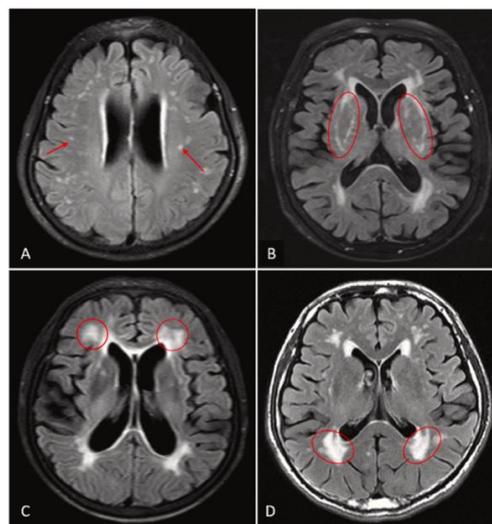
magnetic resonance imaging* (MRI) FLAIR dari pasien berusia 21 tahun (A) dengan skor Fazekas keseluruhan sebesar 0. Seorang pasien berusia 51 tahun (B) dengan skor Fazekas 2. Seorang pasien berusia 69 tahun (C) dengan skor Fazekas 3 (Leonards CO,2012)
